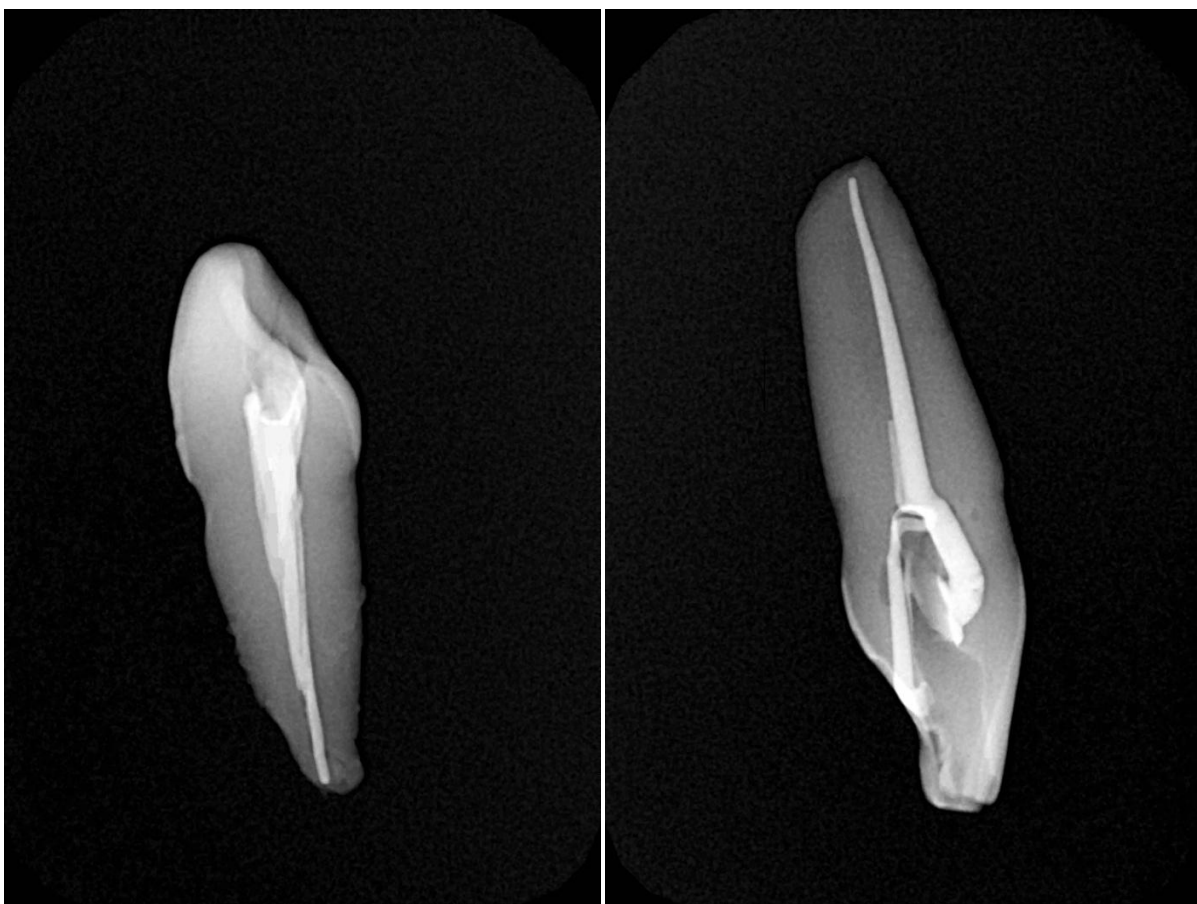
Рентгенограммы образцов, запломбированных методом латеральной конденсации.
